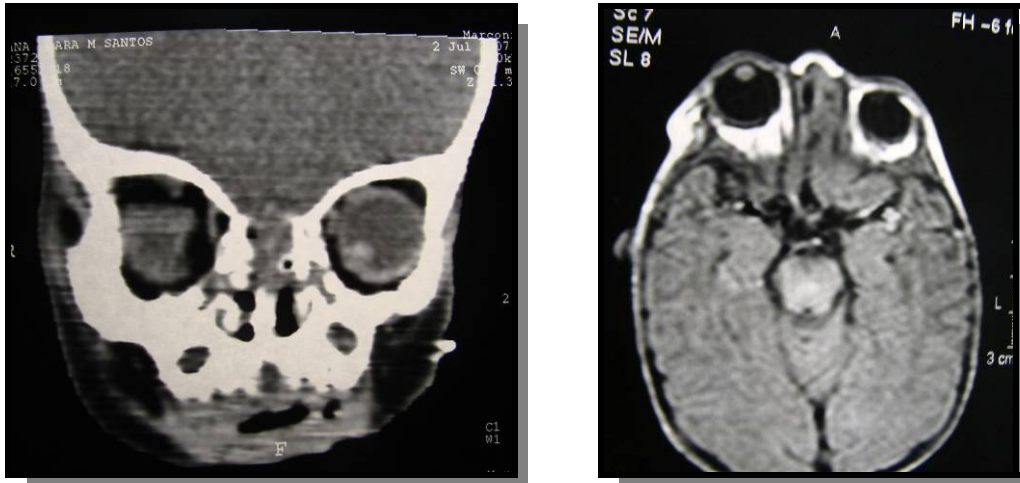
TC de órbita, revelando globo ocular direito com dimensões reduzida
